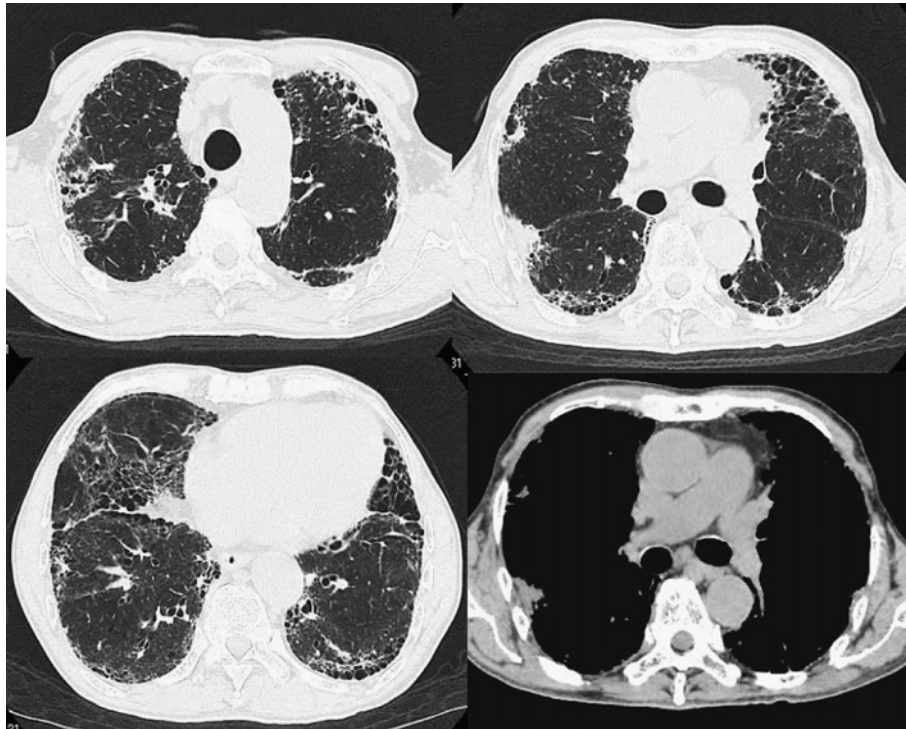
Chest computed tomography, showing traction bronchiectasis, subpleural micro-cystic changes and partial ground-glass opacities in both lungs, and mild mediastinal lymphadenopathy.
